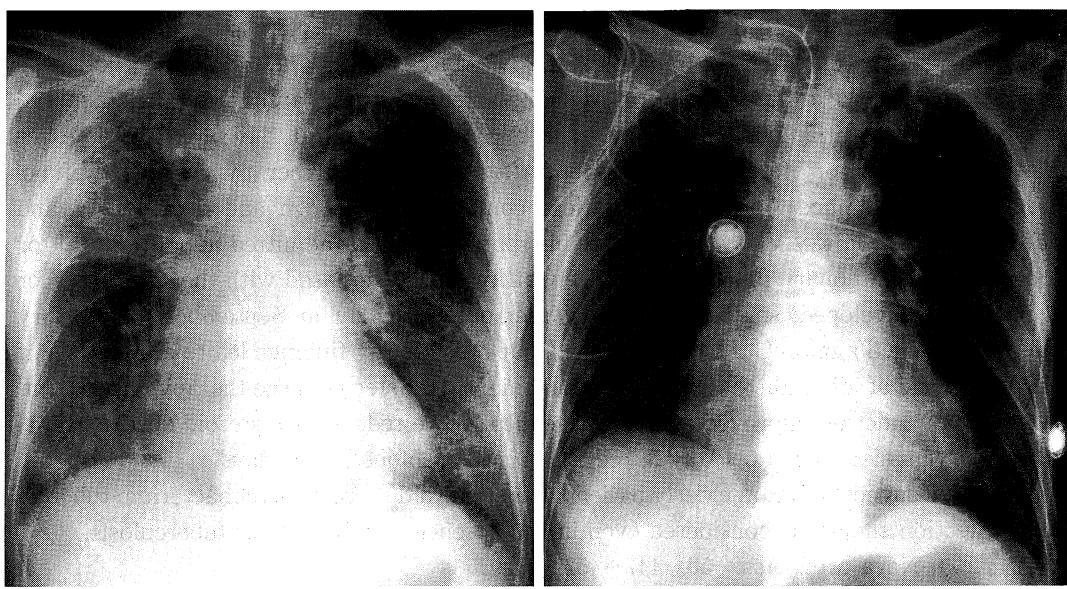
Chest X-ray (1997. 3. 14) showed consolidation in the right upper lobe and interstitial shadows on the bilateral lower lung field.
